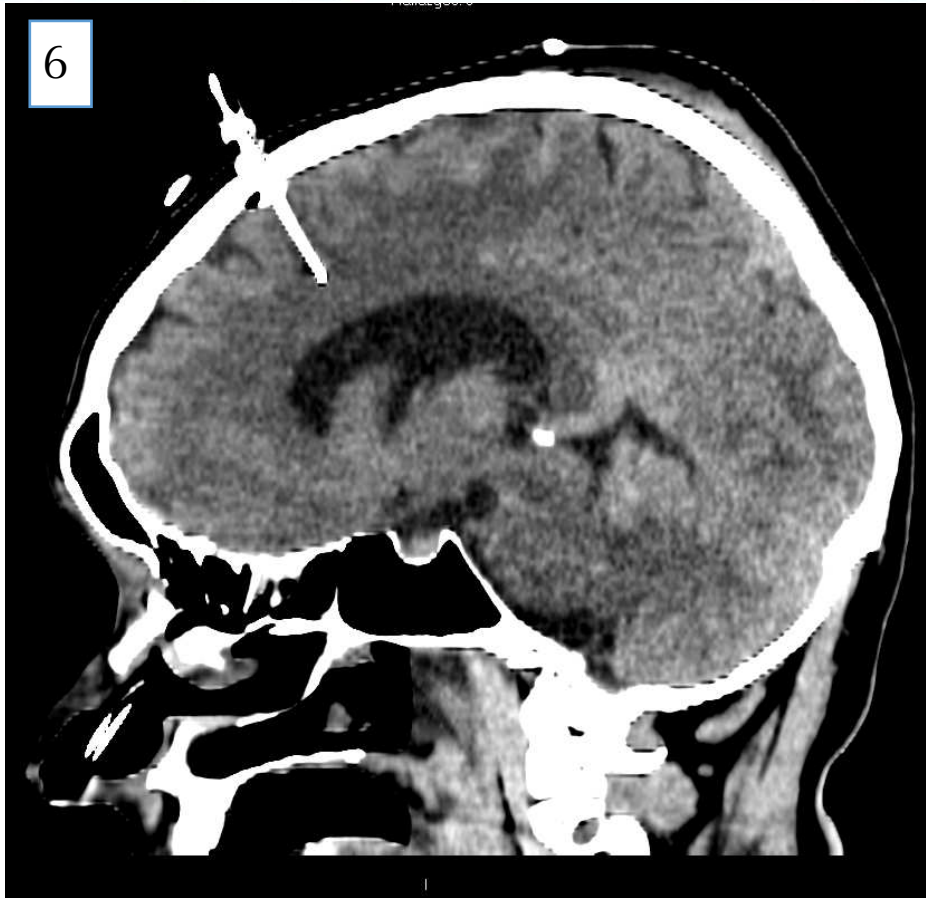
TC helicoidal con reconstrucción en plano sagital donde apreciamos catéter PIC parenquimatoso frontal derecho
